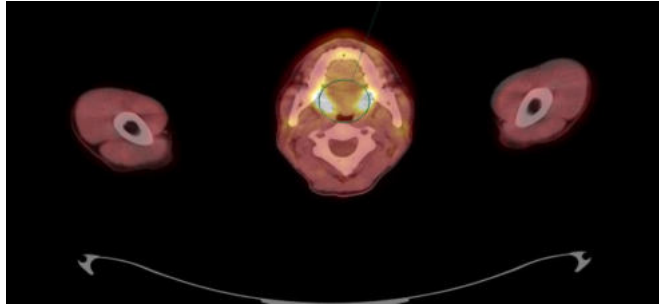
Throat PET examination using [ $^{18}\text{F}$ ]FDG
